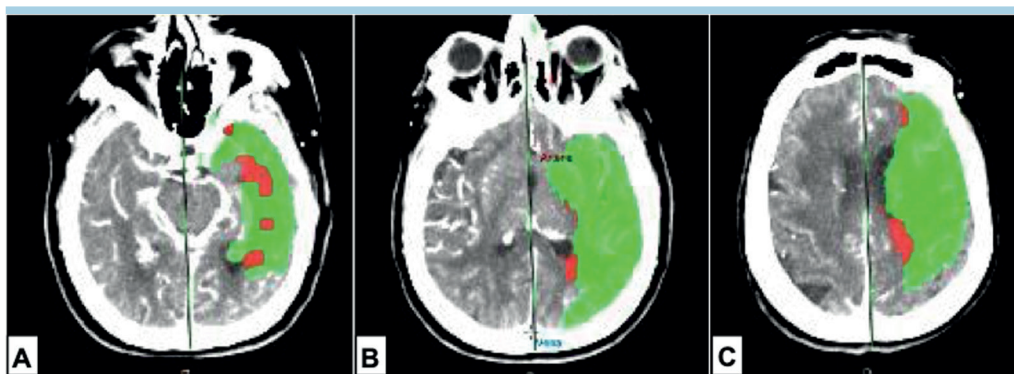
Caso 2. La tomografia computerizzata di perfusione permette di valutare il “mismatch” tra l’estensione dell’area di penombra (in verde in queste ricostruzioni) e le aree con valori perfusionali compatibili con core ischemico.
